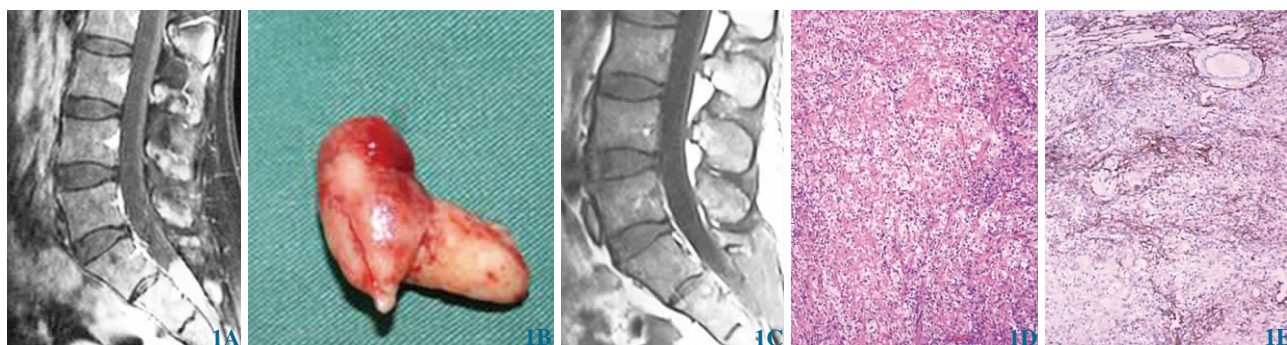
透明细胞型脊膜瘤 1A 术前 MRI 1B 肿瘤肉眼观 1C 术后 1 个月 MRI 1D 细胞形态 (苏木精-伊红染色 ×100) 1E EMA 阳性 (免疫组化染色 ×100)
